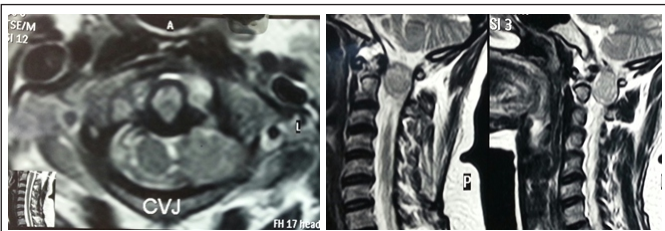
Pre-operative MRI images
